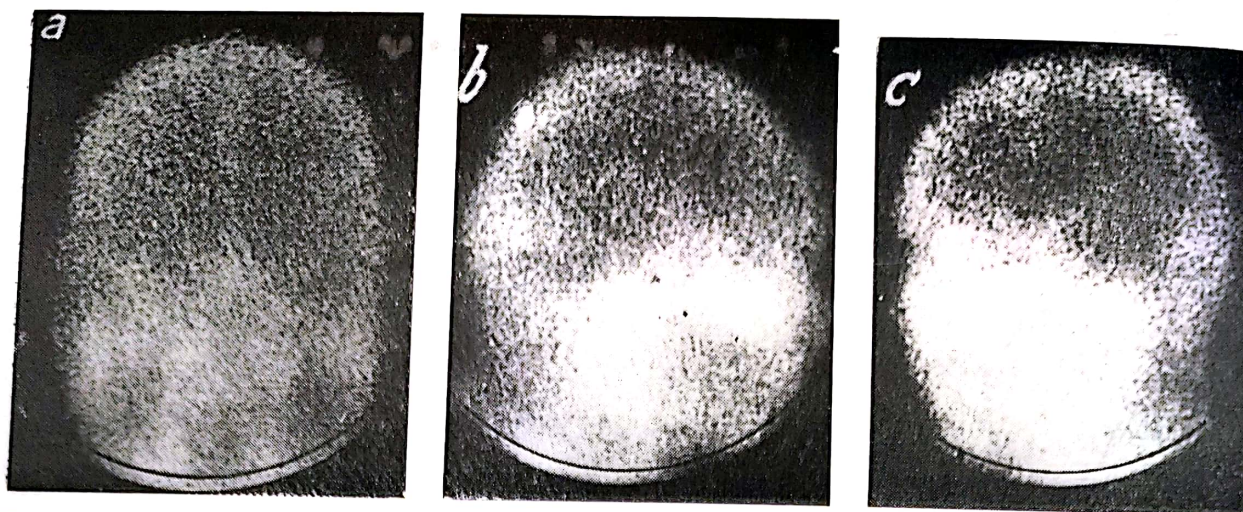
Imagini fotoscintigrafice obținute cu $^{99m}\text{TcO}_4$ în cazul unui copil cu crize de epilepsie temporală. Aspectul difuz neomogen bilateral, predominant temporal, apare atât în incidența A — P (a), cât și în incidențele de profil; b — profil drept; c — profil stâng.
